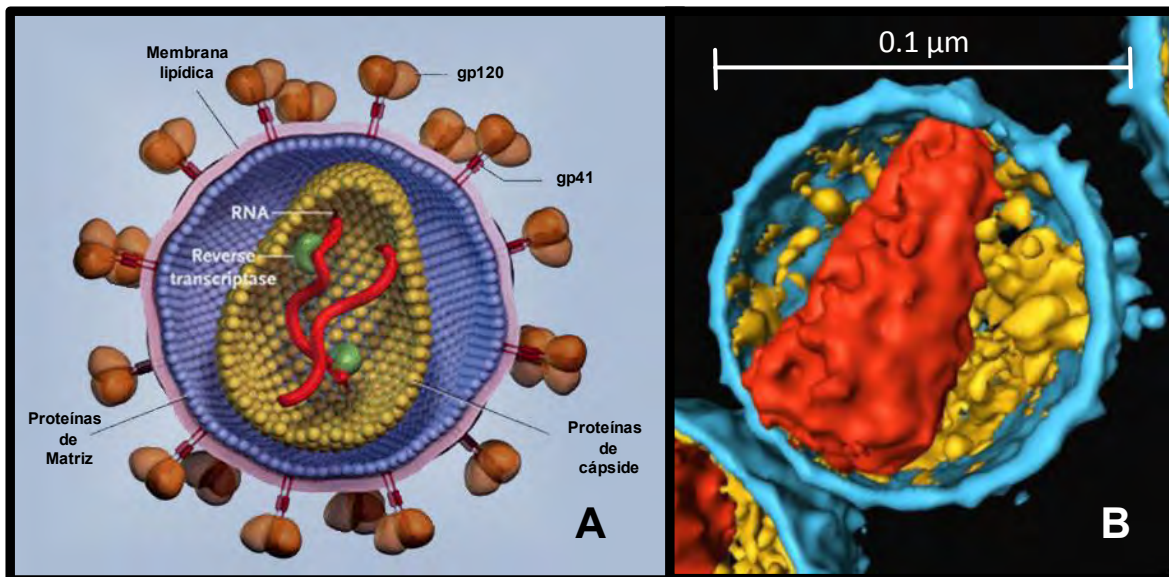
Estructura del VIH-1, el virión mide de 0.1-0.12 μ m de diámetro. (A) Representación esquemática de un virión maduro. (B) Tomografía crioelectrónica de la estructura interna de una partícula de VIH, mostrando la cápside en rojo y la membrana lipídica en azul. El área amarilla son las proteínas de matriz. Figuras adaptadas de [2] y [5] respectivamente.
